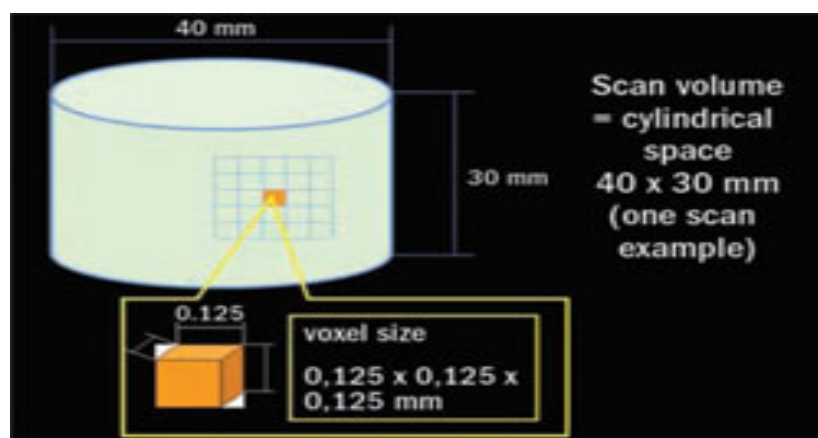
todos os dispositivos de CBCT disponíveis atualmente permitem posicionar ROI com rigor e são uma opção de imagem em casos de diagnóstico de estruturas maxilofaciais complexas com uma redução significativa da dose de radiação sem perda de qualidade da imagem. (Imagem retirada de. <https://www.dentalaegis.com/id/2006/08/technology-integration-so-whats-next-3-d-data-everywhere>)
